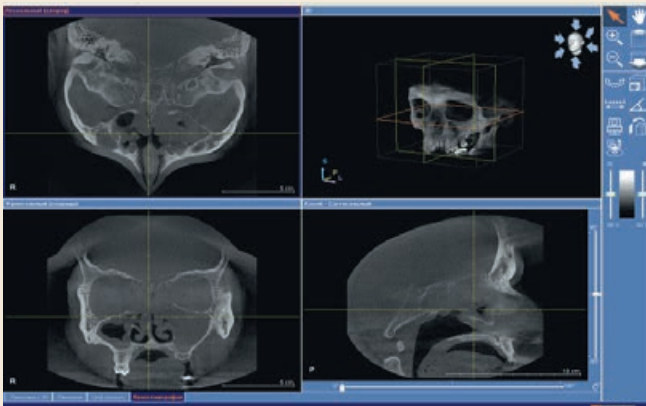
КТ-картина полисинусита
